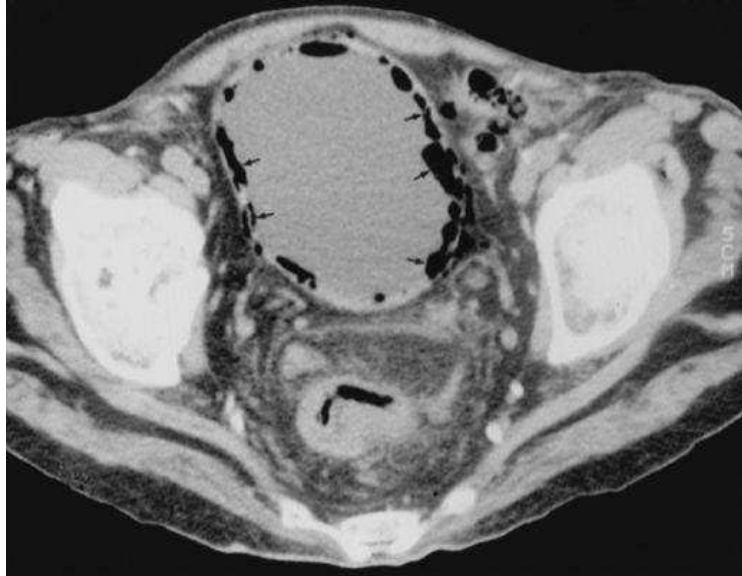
TDM pelvienne avec injection de produit de contraste: cystite emphysemateuse.
